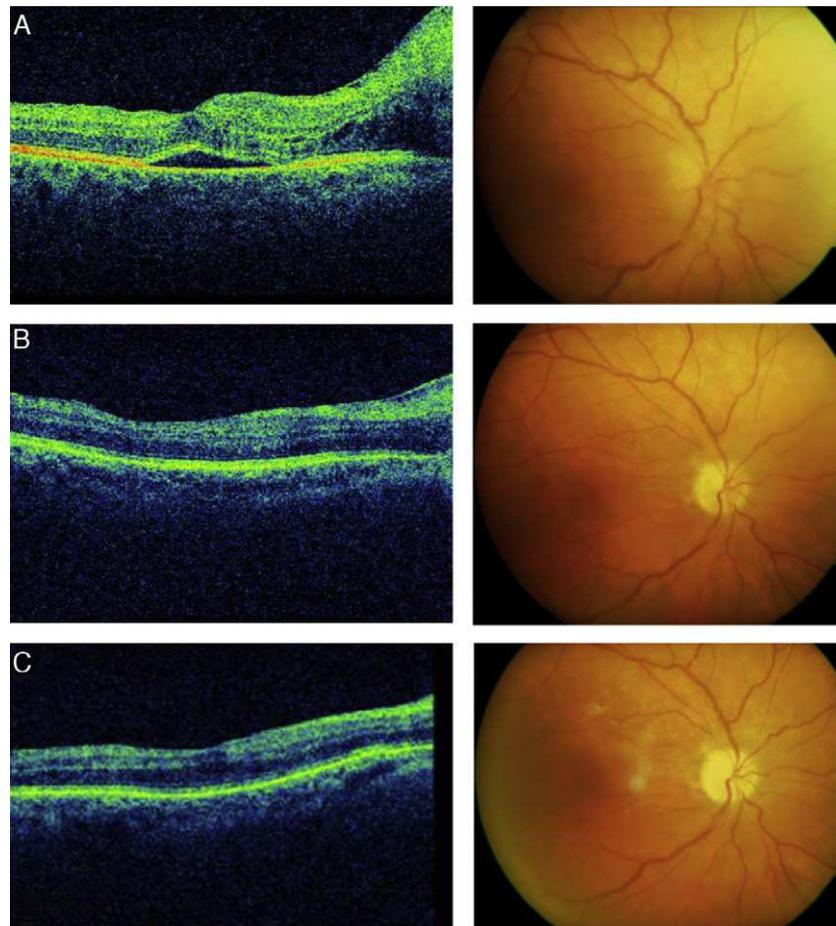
Tomografías de coherencia óptica (izquierda) y retinografías (derecha) del ojo derecho del paciente a los 7 meses tras el tratamiento con infliximab (A) y a los 2 (B) y 4 (C) meses tras cambiar el tratamiento anti-TNF- α a adalimumab.
